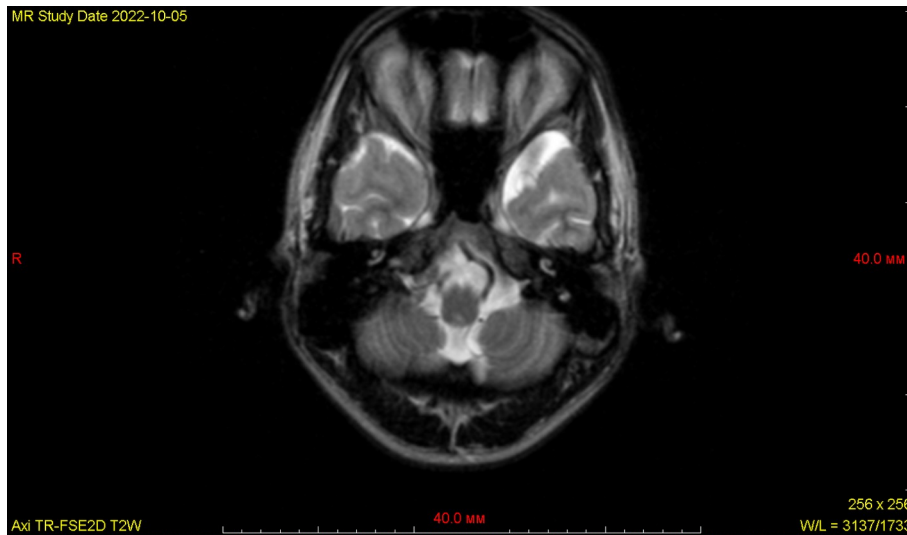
Аксиальная МР – томограмма головного мозга курсанта первого курса М. в режиме Т2-ВИ на уровне мостомозжечковых углов
